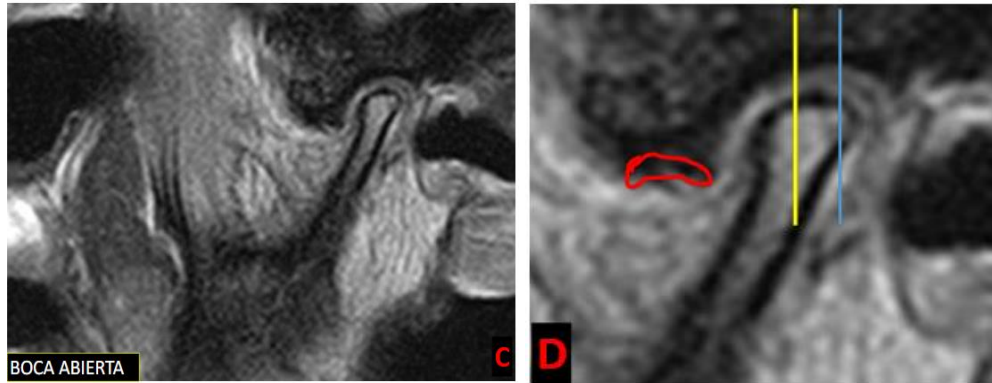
RM que muestra desplazamiento del disco en posición de boca abierta sin reducción (C,D) (10)
